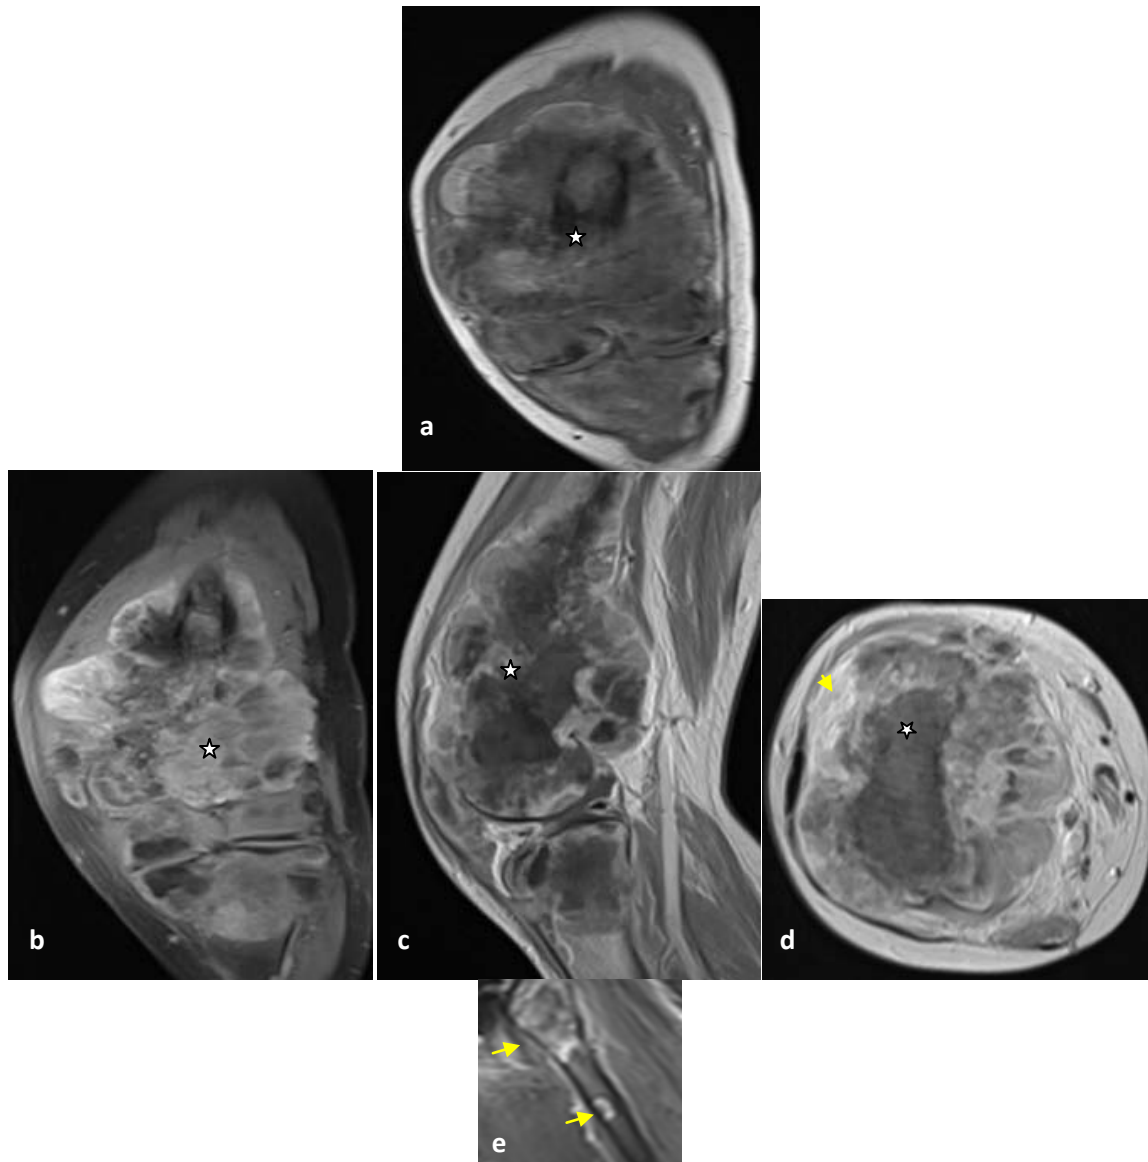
a) IRM du genou droit en séquences pondérés T1 FATSAT sans (a)(coupe axiale) et après injection de gadolinium (coupes coronale, sagittal et axiale) (b,c,d,e):ostéosarcome du genou droit chez une jeune de 23 ans de siège épiphyso-métaphyso-diaphysaire de contours flous en discret hypersignalT1, se rehaussant de façon hétérogène après injection de gadolinium (étoile) avec rupture corticale, envahissement des parties molles en regard (tête de flèche). b) IRM de la jambe droite en séquences pondérés T1 sans et après injection de PDC : lésions nodulaires (skips métastases) au niveau du tiers supérieur des diaphyses tibiale et fibulaire en hyposignal T1 se rehaussant après injection de gadolinium (flèches).
